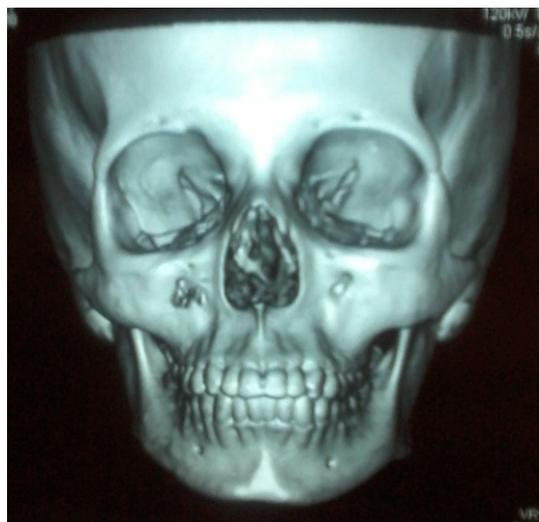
Tomografía de cráneo: Leve atrofia ósea de lado derecho de la cara.
